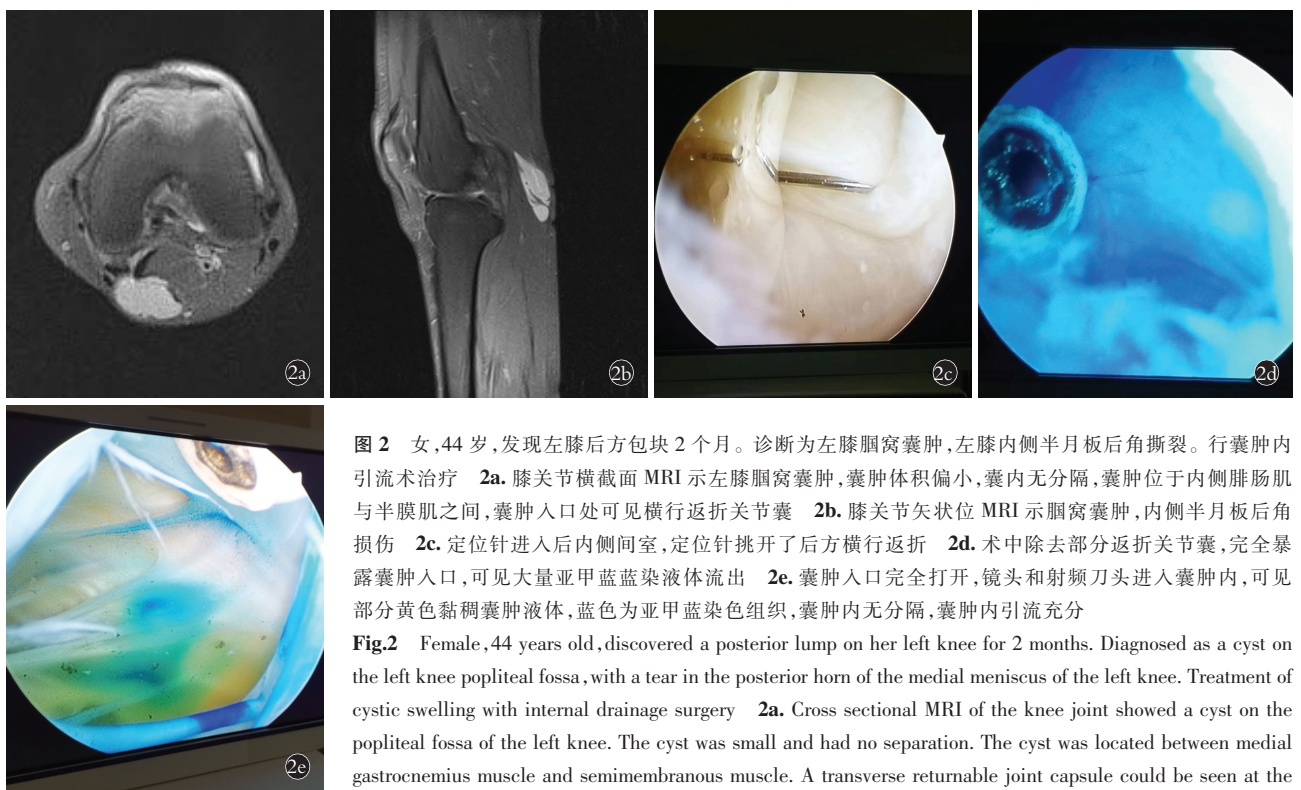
女,44 岁,发现左膝后方肿块 2 个月。诊断为左膝腘窝囊肿,左膝内侧半月板后角撕裂。行囊肿内引流术治疗 2a. 膝关节横截面 MRI 示左膝腘窝囊肿,囊肿体积偏小,囊内无分隔,囊肿位于内侧腓肠肌与半膜肌之间,囊肿入口处可见横行返折关节囊 2b. 膝关节矢状位 MRI 示腘窝囊肿,内侧半月板后角损伤 2c. 定位针进入后内侧间室,定位针挑开了后方横行返折 2d. 术中除去部分返折关节囊,完全暴露囊肿入口,可见大量亚甲蓝染色液体流出 2e. 囊肿入口完全打开,镜头和射频刀头进入囊肿内,可见部分黄色黏稠囊肿液体,蓝色为亚甲蓝染色组织,囊肿内无分隔,囊肿内引流充分
